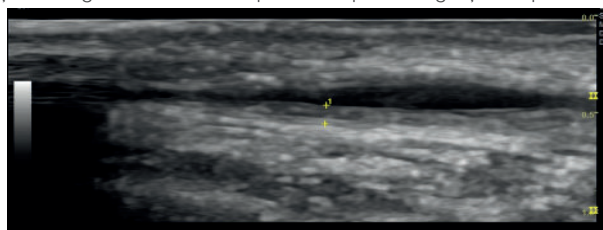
Ecografie secțiune longitudinală – a. temporală cu perete îngroșat cu pierderea stratificării parietale
